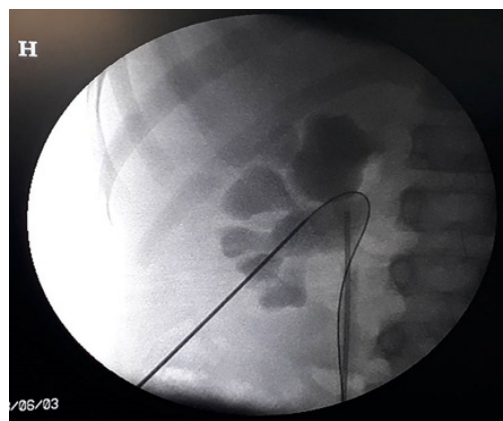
Рентгенограмма: этап проведения струны-проводника через канал иглы в ЧЛС почки
